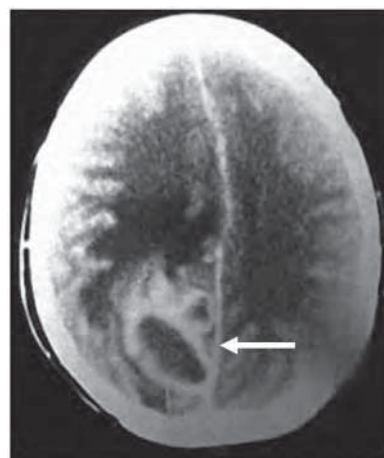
/5.- TAC de cráneo. Absceso cerebral único. Se observan el área de necrosis y el edema perilesional.
